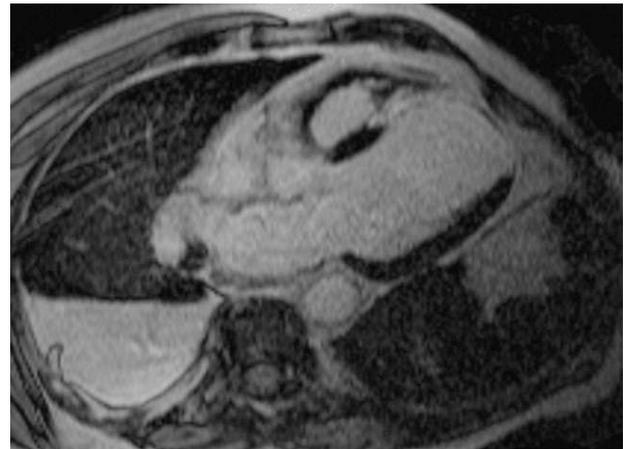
Imagen en eje corto de angiorresonancia magnética donde se aprecia el adelgazamiento de la pared anterior del ventrículo izquierdo tras un infarto agudo de miocardio.
